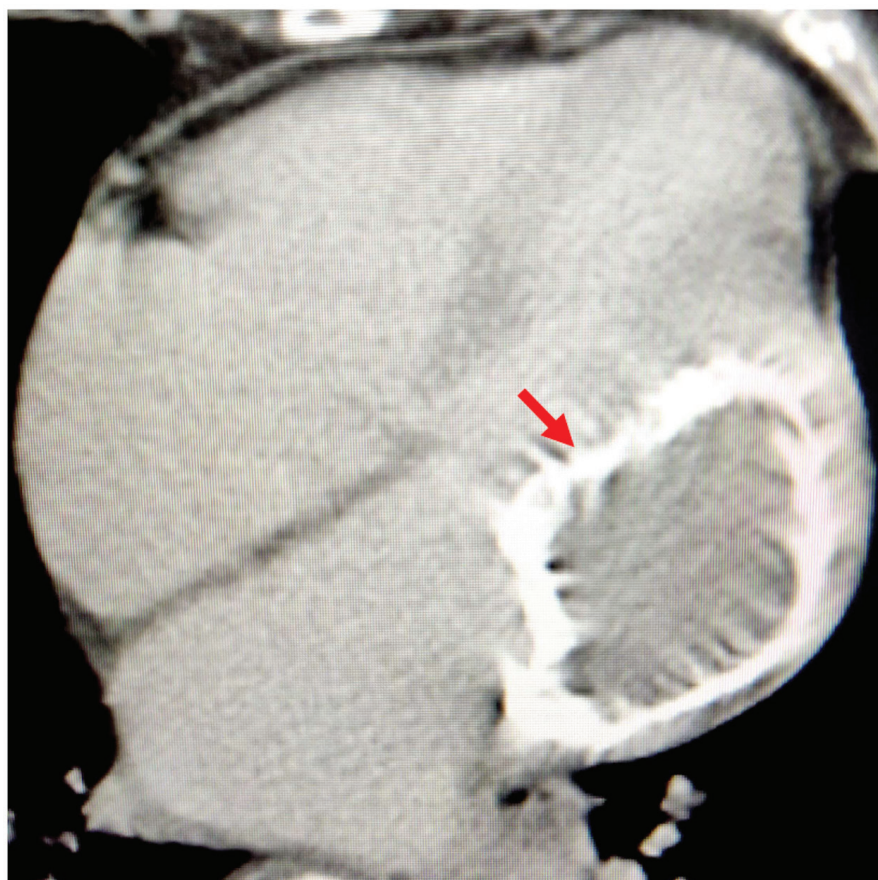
TC cardíaca mostrando calcificação circunferencial da parede do cisto (seta vermelha).
